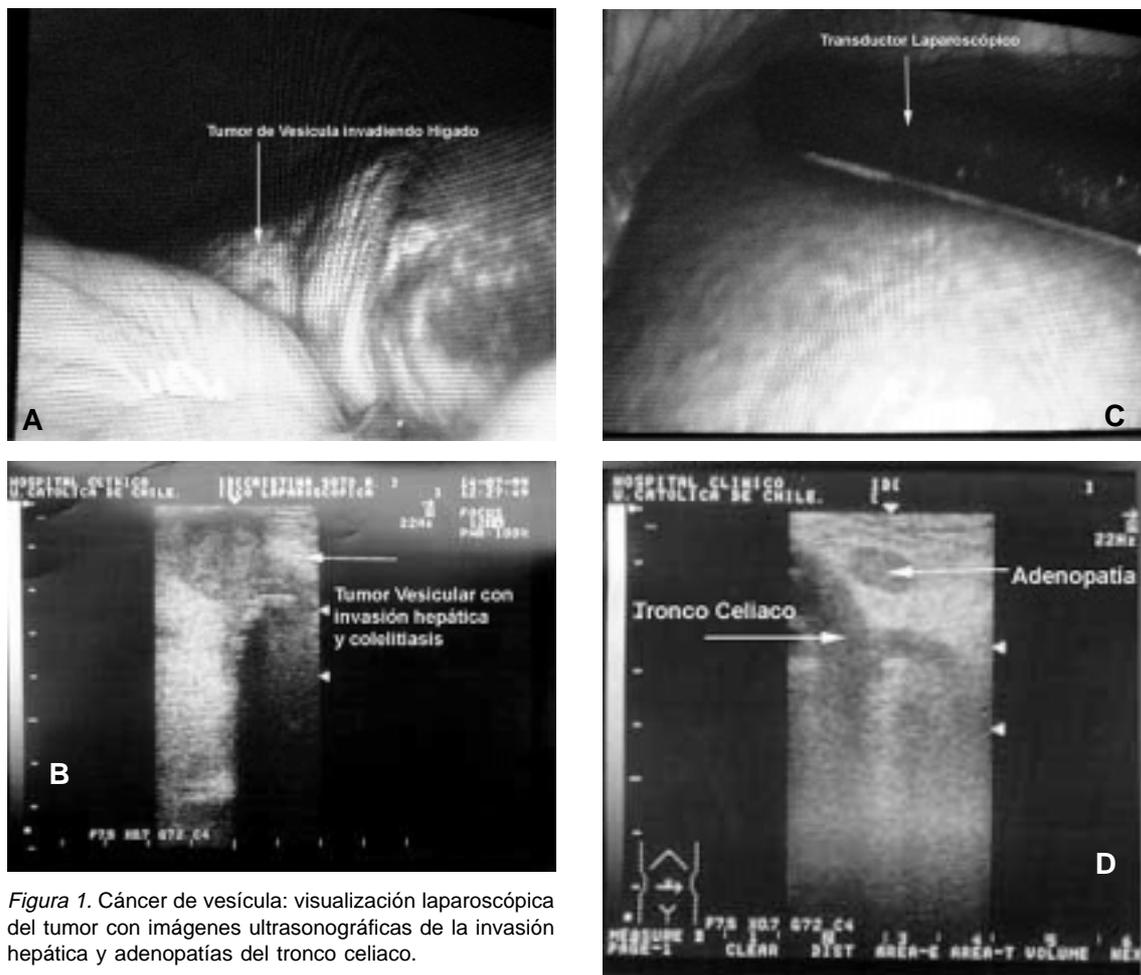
Cáncer de vesícula: visualización laparoscópica del tumor con imágenes ultrasonográficas de la invasión hepática y adenopatías del tronco celiaco.
